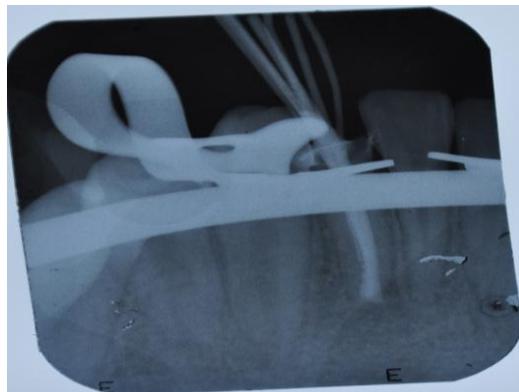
Radiografía Condensación
